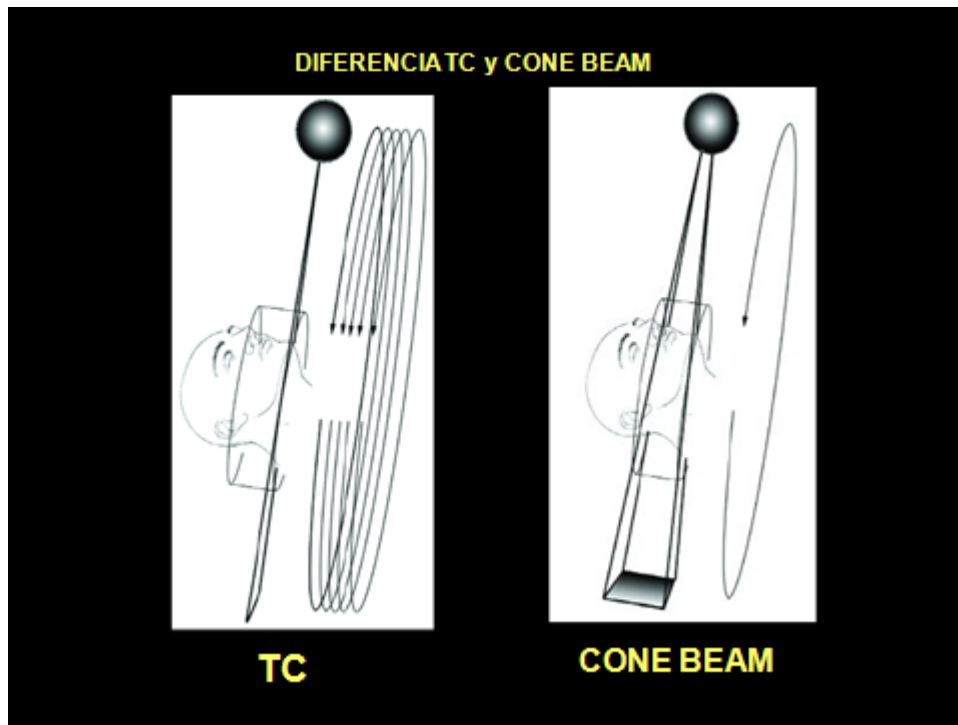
Diferencia en la Tomografía Computarizada y la tomografía Cone Beam .
